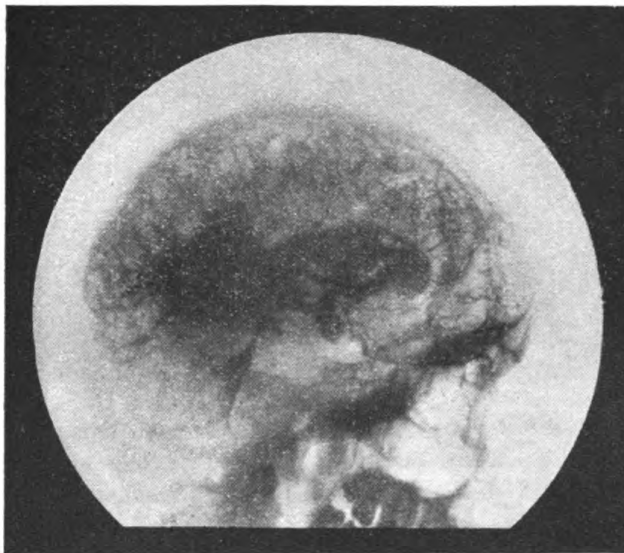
Röntgenbild des Schädels nach Injektion vom Sinus longitudinalis aus, wobei jedoch der Druck zu stark ausgeübt wurde. Die Flüssigkeit drang auch in die Ventrikel und die Sinus petrosi.
